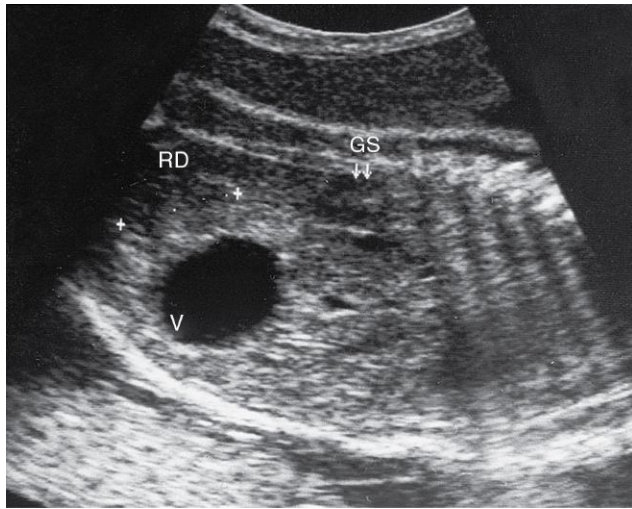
Ecografía de la pelvis de un feto de 29 semanas. Se puede observar la posición baja del riñón derecho (RD) en la proximidad de la vejiga (V). Este riñón pélvico se debió al fallo del ascenso durante las semanas sexta a novena. Se puede observar la localización normal de la glándula suprarrenal (GS) derecha, que se desarrolla por separado respecto al riñón. (Por cortesía del doctor Lyndon M. Hill, director de Ecografía, Magee-Women's Hospital, Pittsburgh, PA.)
